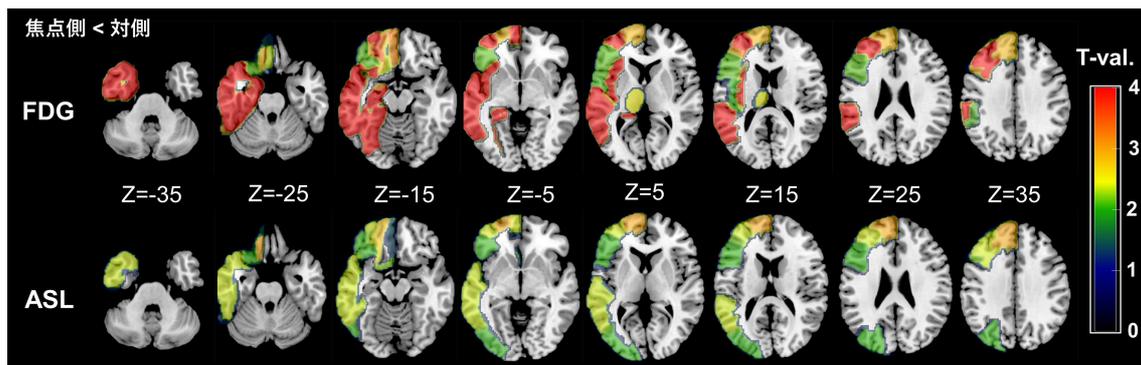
TLE の発作間欠期における ASL 画像と FDG-PET による、焦点側の異常領域と程度の分布。(論文リスト 2 より一部改変)
